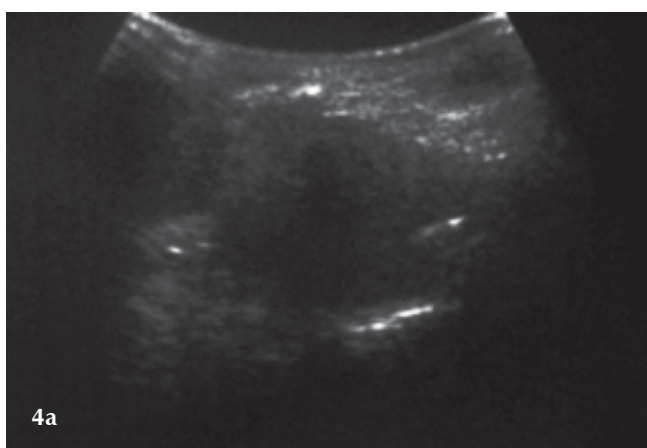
falso positivo a) Ecografía: corte sagital en el que se identifica la pared postero-externa del seno maxilar signo de ocupación sinusal. b) Tomografía computada: corte axial que muestra engrosamiento mucoso que adquiere en el sector lateral aspecto polipoide.
